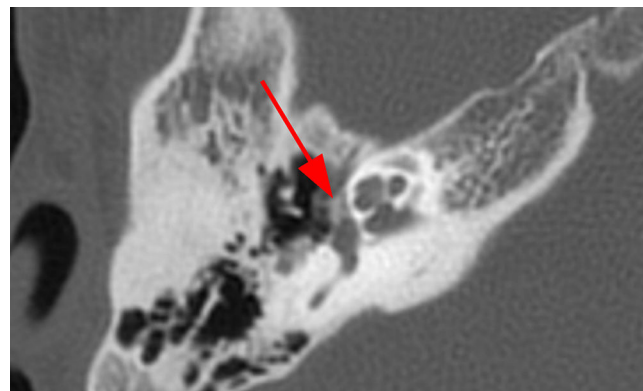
Varón de 50 años con una hipoacusia progresiva mixta del oído derecho, de años de evolución, con reflejo estapedial ausente. La TC de peñasco derecho en el plano axial identifica un área hipodensa en la parte anterior del vestíbulo y la ventana oval (flecha) del oído derecho, compatible con otospongiosis fenestral derecha.
